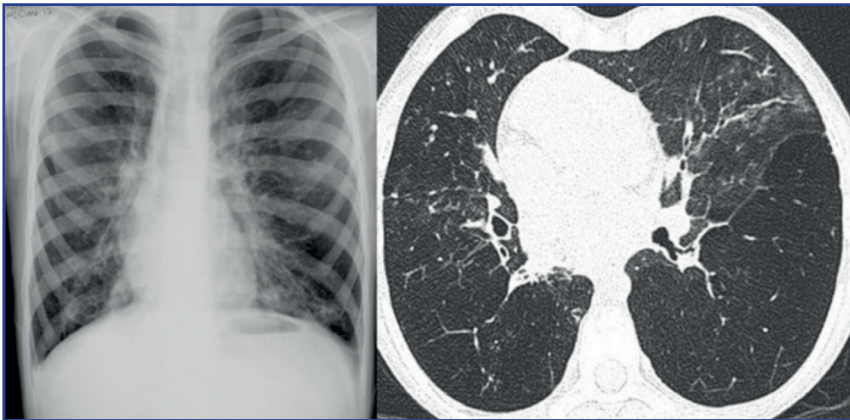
Masculino de 10 años con bronquiolitis obliterante y antecedente de neumonía reciente. En la radiografía y el corte axial de tomografía se aprecian amplias zonas hipodensas, asociadas con perfusión en mosaico, así como algunos nódulos centrilobulares más visibles en segmento lingular, coexiste engrosamiento de la pared de la vía aérea.
